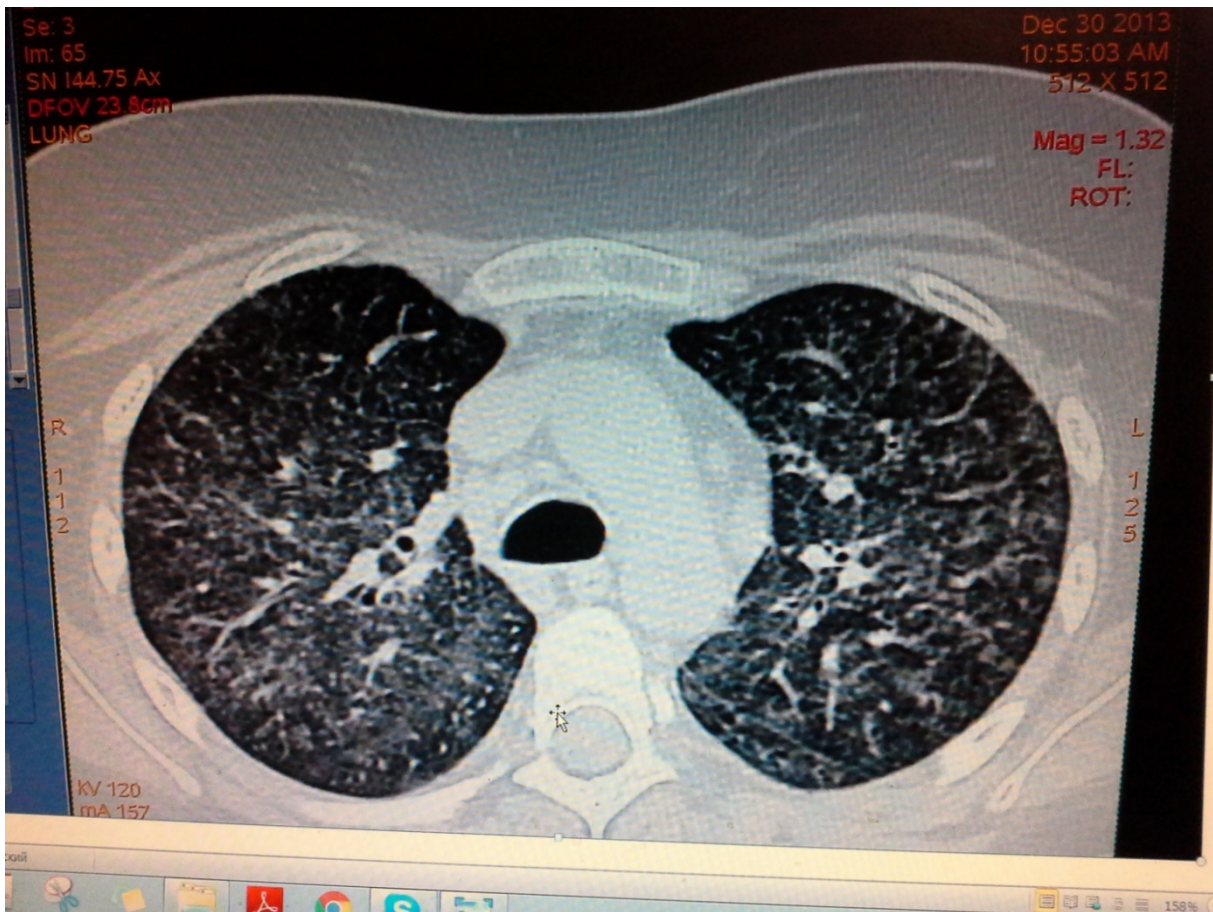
КТ картина двухсторонней интерстициальной пневмонии на фоне формирующегося отека легких
